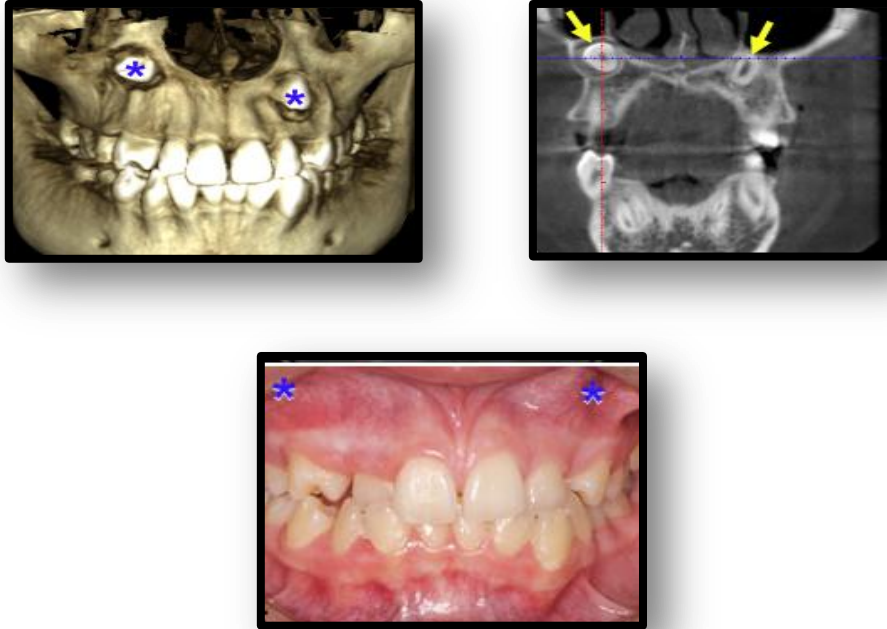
TDM montrant les canines supérieures à l'horizontal et presque dans le plancher du nez, À cause de la position très haute et horizontale des canines ainsi que du manque d'espace important à l'arcade supérieure, il fut décidé d'extraire ces 2 dents incluses
